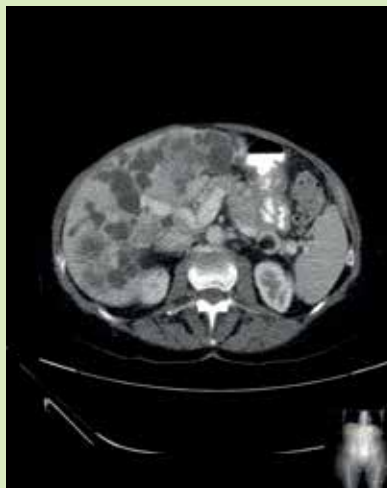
toont een coupe van de CT die gemaakt werd tijdens de opname met de vraagstelling of er een focus voor het infectieuze beeld was. *Afbeelding 5* laat een coupe zien van de PET-CT.
